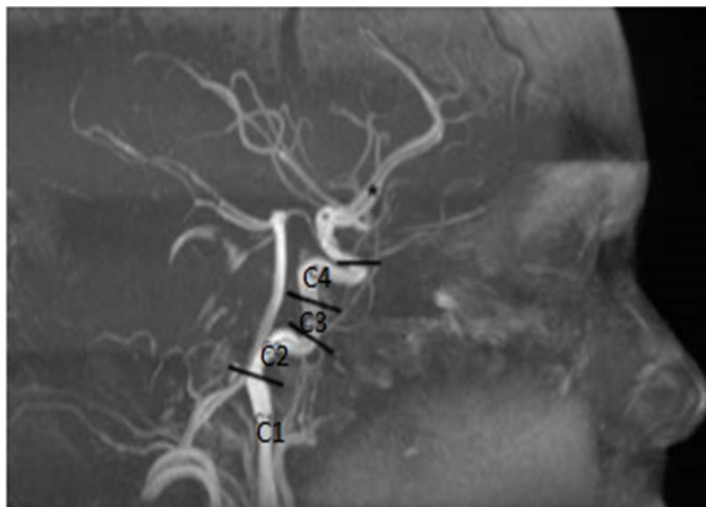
Angioresonancia de arteria carótida interna (modificado de Izquierdo, Fuentes, Salazar & Jens, 2016).
